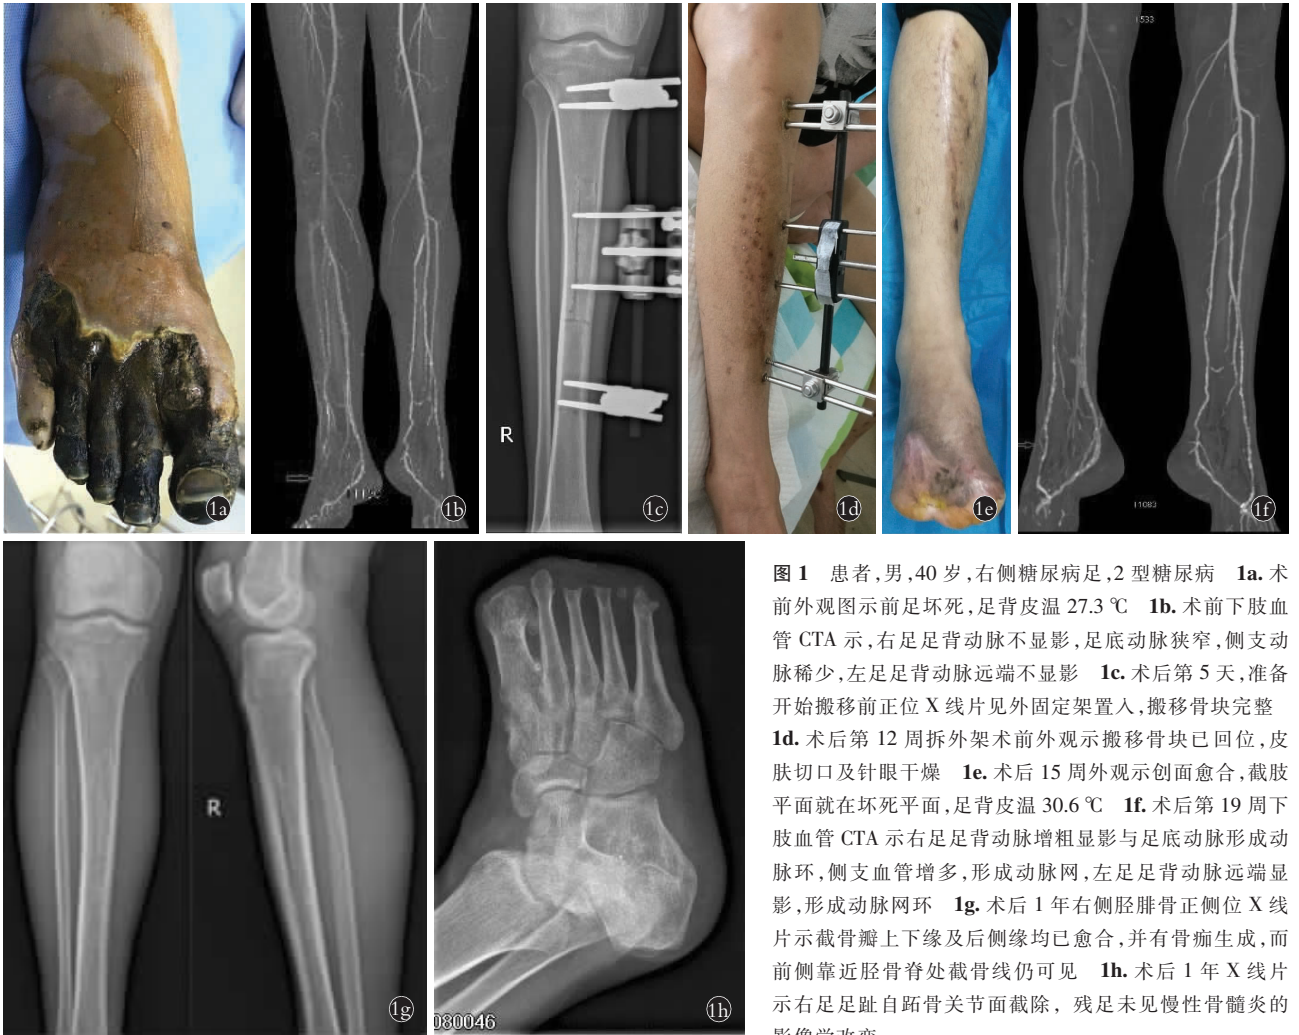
患者,男,40 岁,右侧糖尿病足,2 型糖尿病 1a. 术前外观图示前足坏死,足背皮温 27.3℃ 1b. 术前下肢血管 CTA 示,右足足背动脉不显影,足底动脉狭窄,侧支动脉稀少,左足足背动脉远端不显影 1c. 术后第 5 天,准备开始搬移前正位 X 线片见外固定架置入,搬移骨块完整 1d. 术后第 12 周拆外架术前外观示搬移骨块已回位,皮肤切口及针眼干燥 1e. 术后 15 周外观示创面愈合,截肢平面就在坏死平面,足背皮温 30.6℃ 1f. 术后第 19 周下肢血管 CTA 示右足足背动脉增粗显影与足底动脉形成动脉环,侧支血管增多,形成动脉网,左足足背动脉远端显影,形成动脉网环 1g. 术后 1 年右侧胫腓骨正侧位 X 线片示截骨瓣上下缘及后侧缘均已愈合,并有骨痂生成,而前侧靠近胫骨脊处截骨线仍可见 1h. 术后 1 年 X 线片示右足足趾自跗骨关节面截除,残足未见慢性骨髓炎的影像学改变
